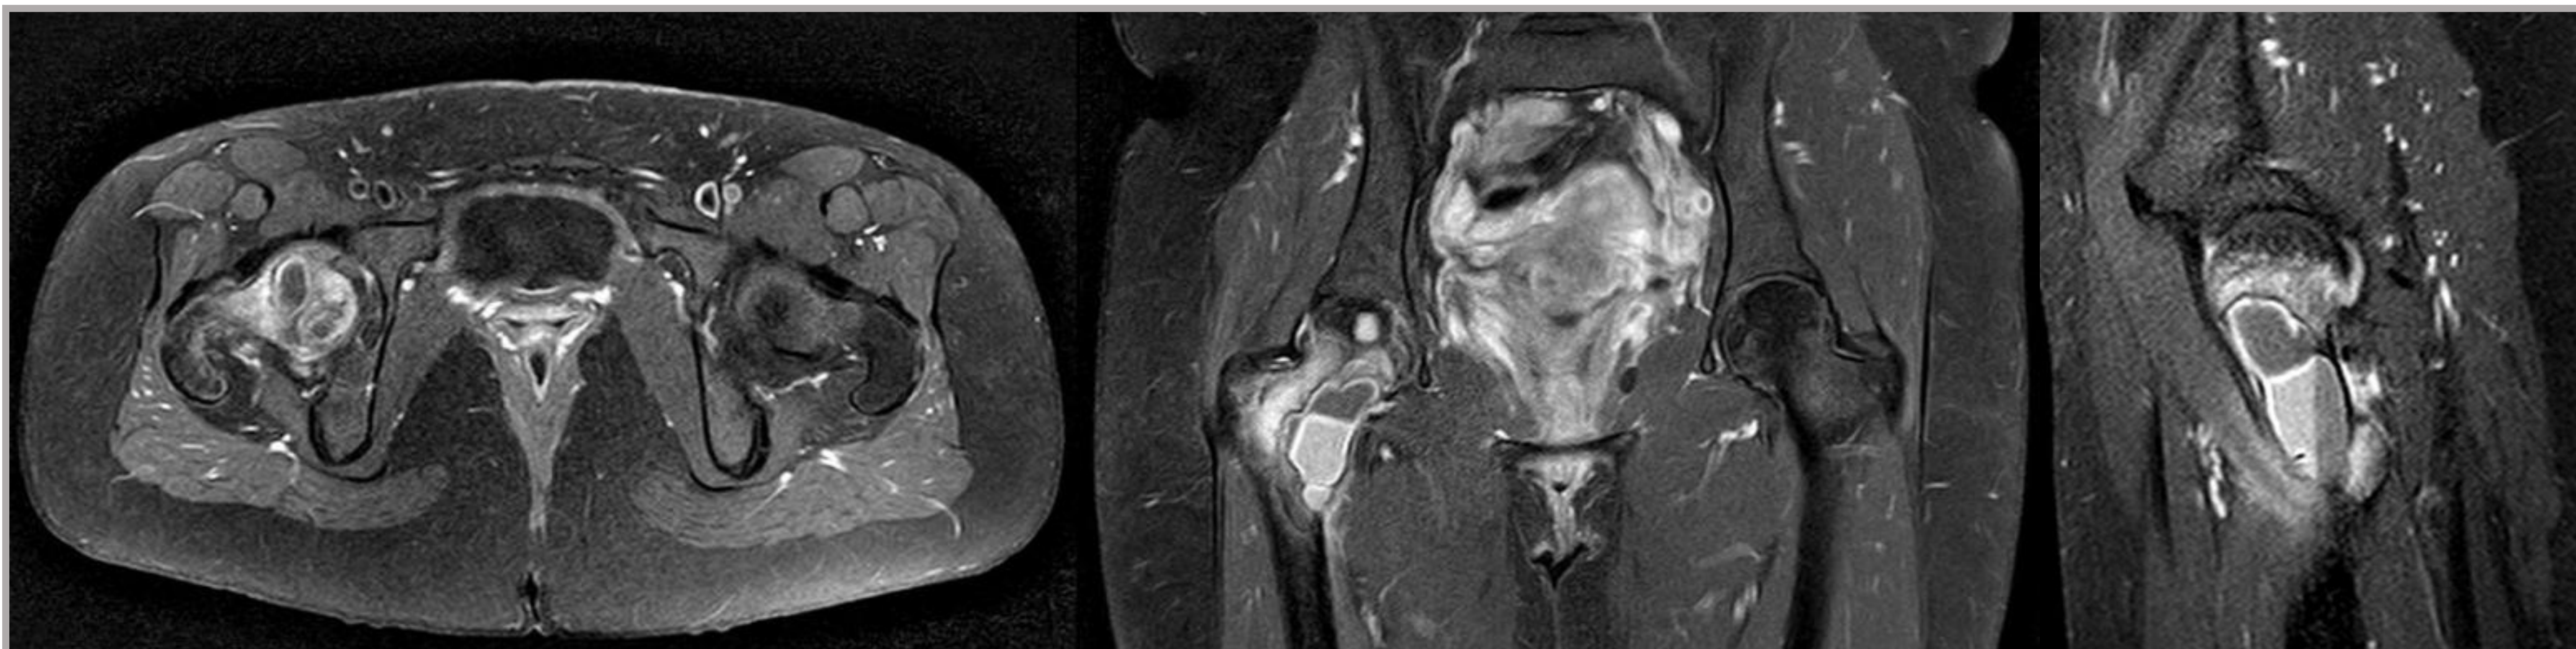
RMN extremo proximal de fémur cortes axial (izquierda), coronal (centro) y sagital (derecha). Lesión multiloculada bien definida en región metafisaria medial de extremo proximal de fémur derecho con extensión diafisaria, niveles líquidos en su interior y adelgazamiento de cortical.
